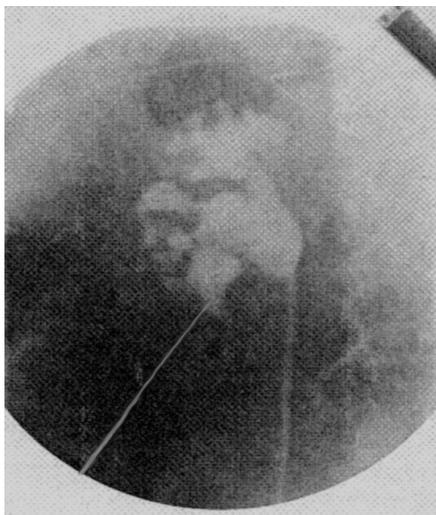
ЧЛС заполнена контрастом через мочеточниковый катетер и в нижнюю чашку под контролем рентгенографии введена пункционная игла.
